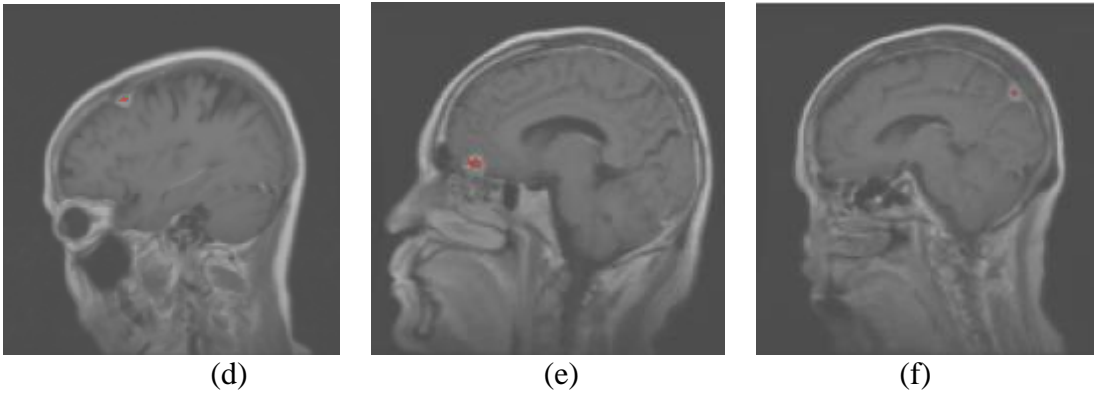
Sagittal HGG beyin tümörü MRI örnekleri
